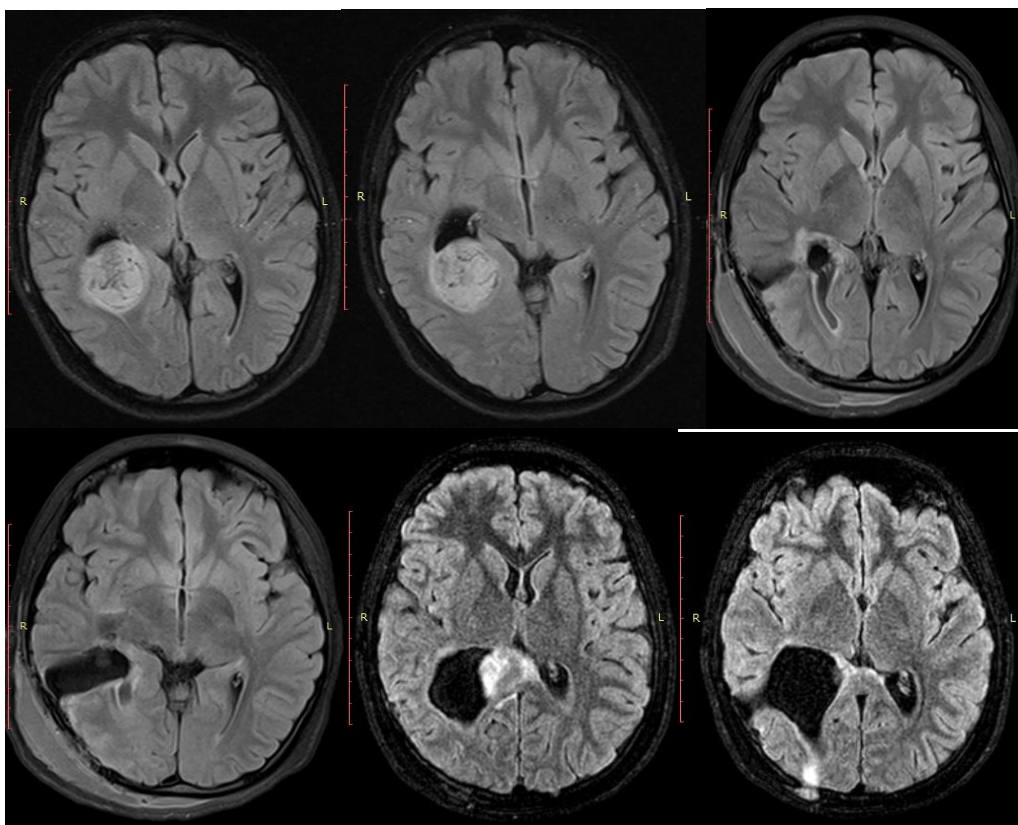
МРТ б-ной Г., 14 лет (и/б 2479-2017). Дз: пилоцитарная астроцитома правой теменной доли и бокового желудочка. Рецидив
